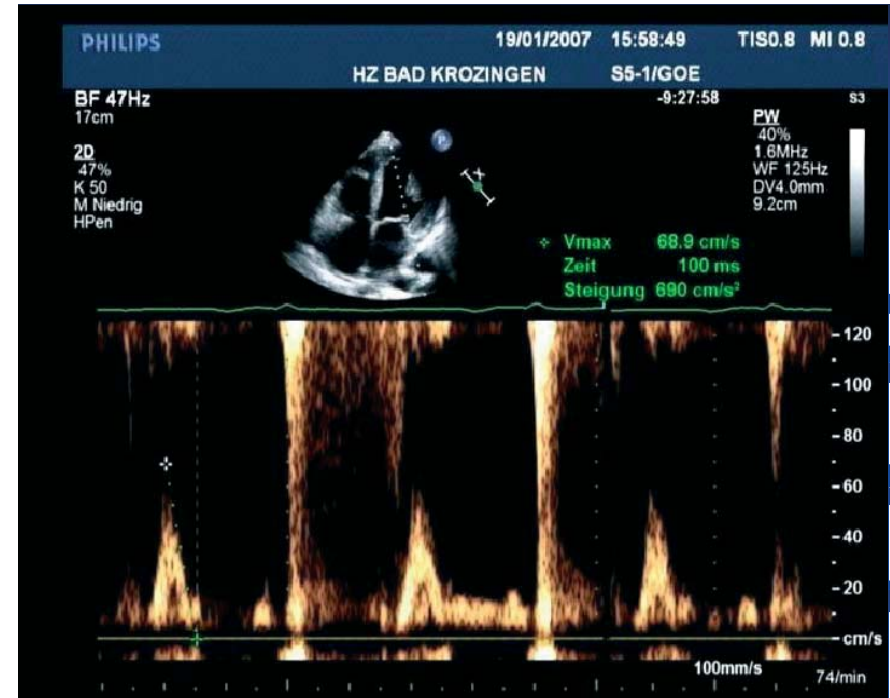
Doppler Einstromprofil in der Mitralklappe mit restriktivem Einstromprofil: E/A Verhältnis > 2, kurze Dezelerationszeit des E-Gipfels (100ms)
